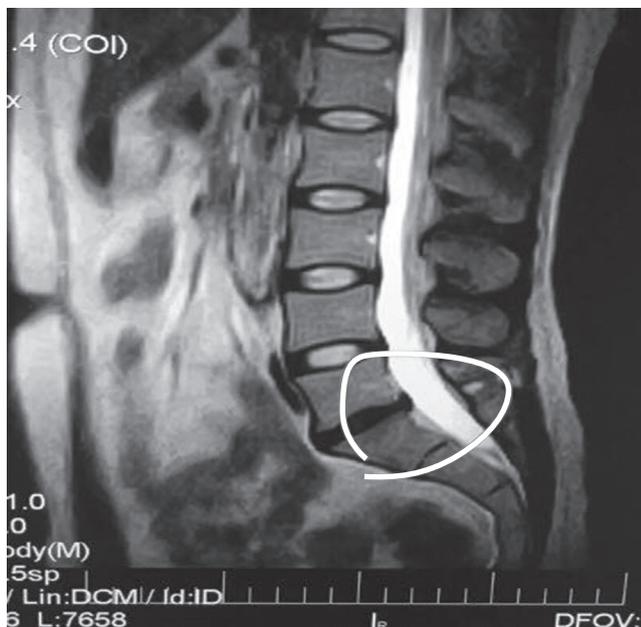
Магнітно-резонансна томограма до клінічного випадку №1. Патологія обведена овалом. Опис у тексті
